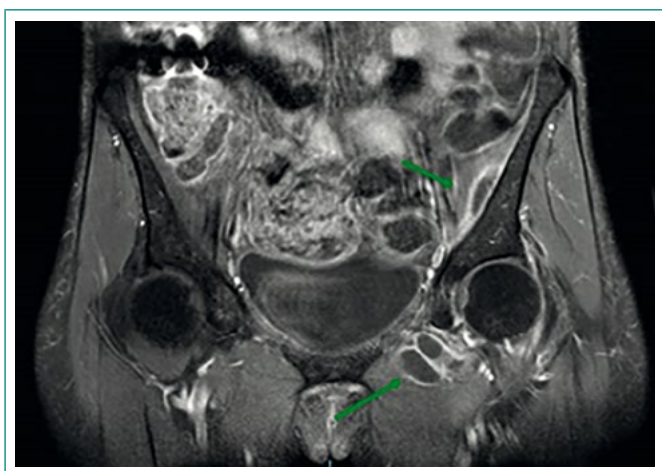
RM de pelvis con evidencia de colecciones musculares
